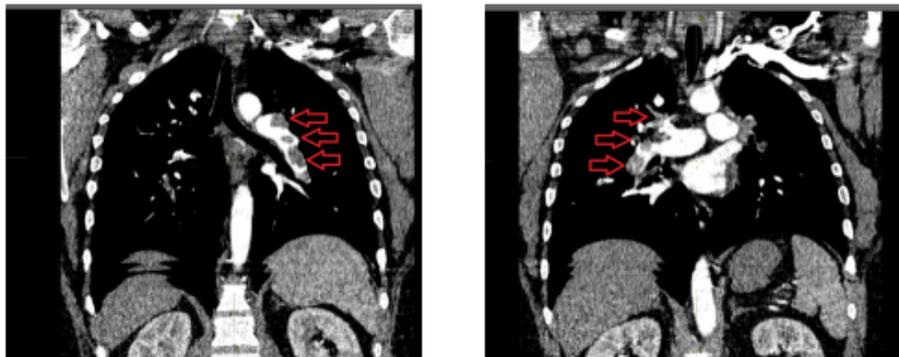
Данные компьютерной томографии органов грудной клетки с внутривенным контрастированием пациента Н. при поступлении. Стрелками указаны тромботические массы в легочных артериях.
